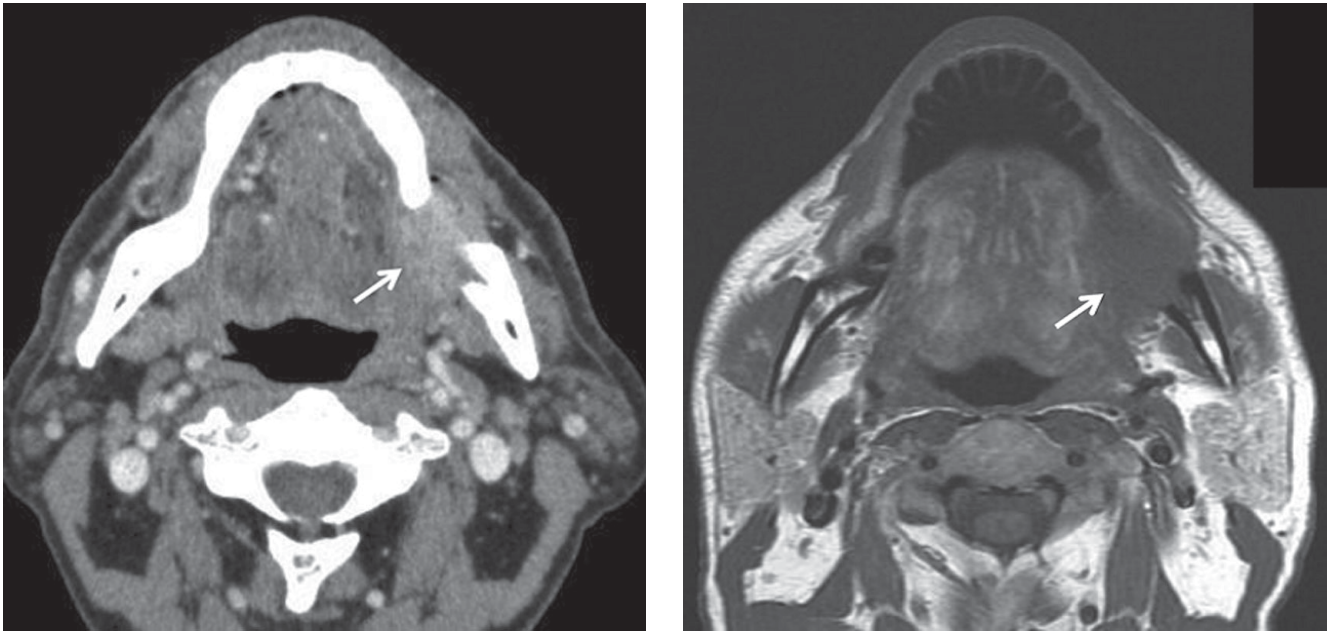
Рак T4aN0 десны нижней челюсти слева: а — КТ (аксиальный срез) — опухоль определяется как очаг повышенной плотности с нечеткими границами; б — МРТ T1-ВИ (аксиальный срез) — опухоль проявляется как область средней интенсивности сигнала (стрелка) с нечетким краем, визуальные размеры опухоли больше, чем на КТ-скане
